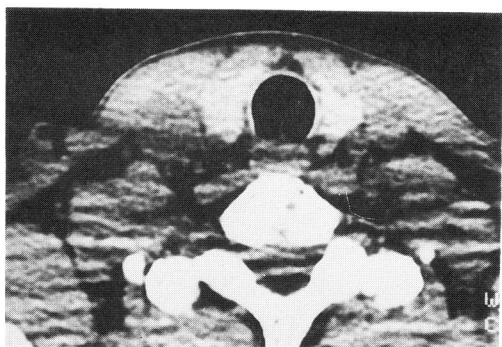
頸部 CT スキャン像では右側下部の上皮小体の腫大を疑わせる、甲状腺よりもやや CT 値の低い腫瘍を認めた。
